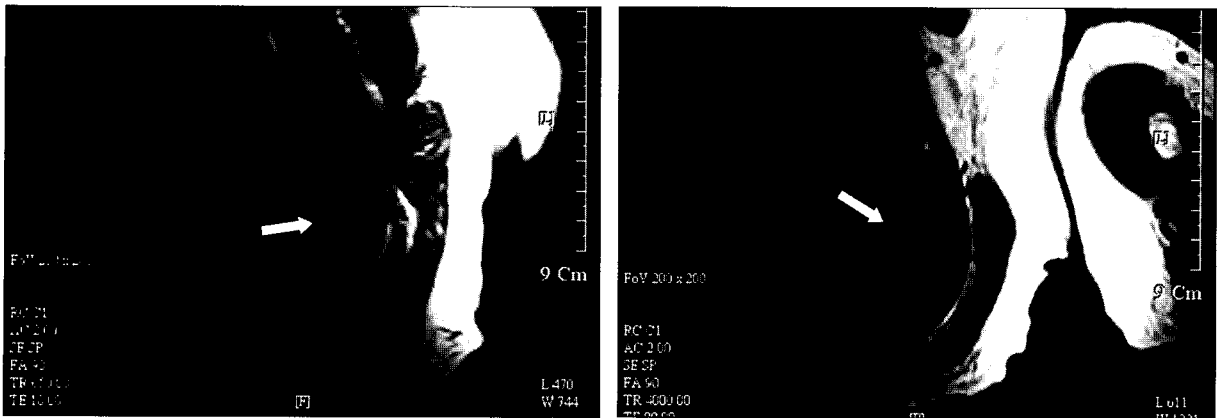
Magnetic resonance imaging. (Left) T1-weighted sagittal image demonstrates a lenticular-shaped mass(arrow) located deep to the periscapular muscles. (Right) A corresponding T2-weighted axial image shows no increase in signal intensity within the elastofibroma(arrow).
